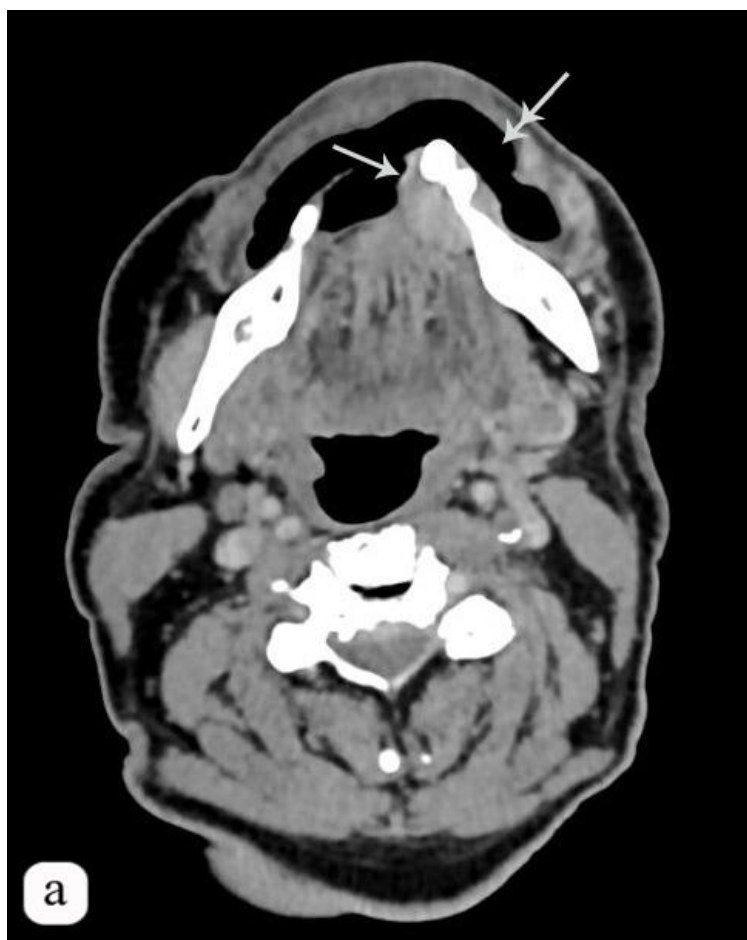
Больной К., 64 года. Рак слизистой альвеолярного отростка нижней челюсти. Компьютерная томограмма тканей полости рта с внутривенным контрастированием.
